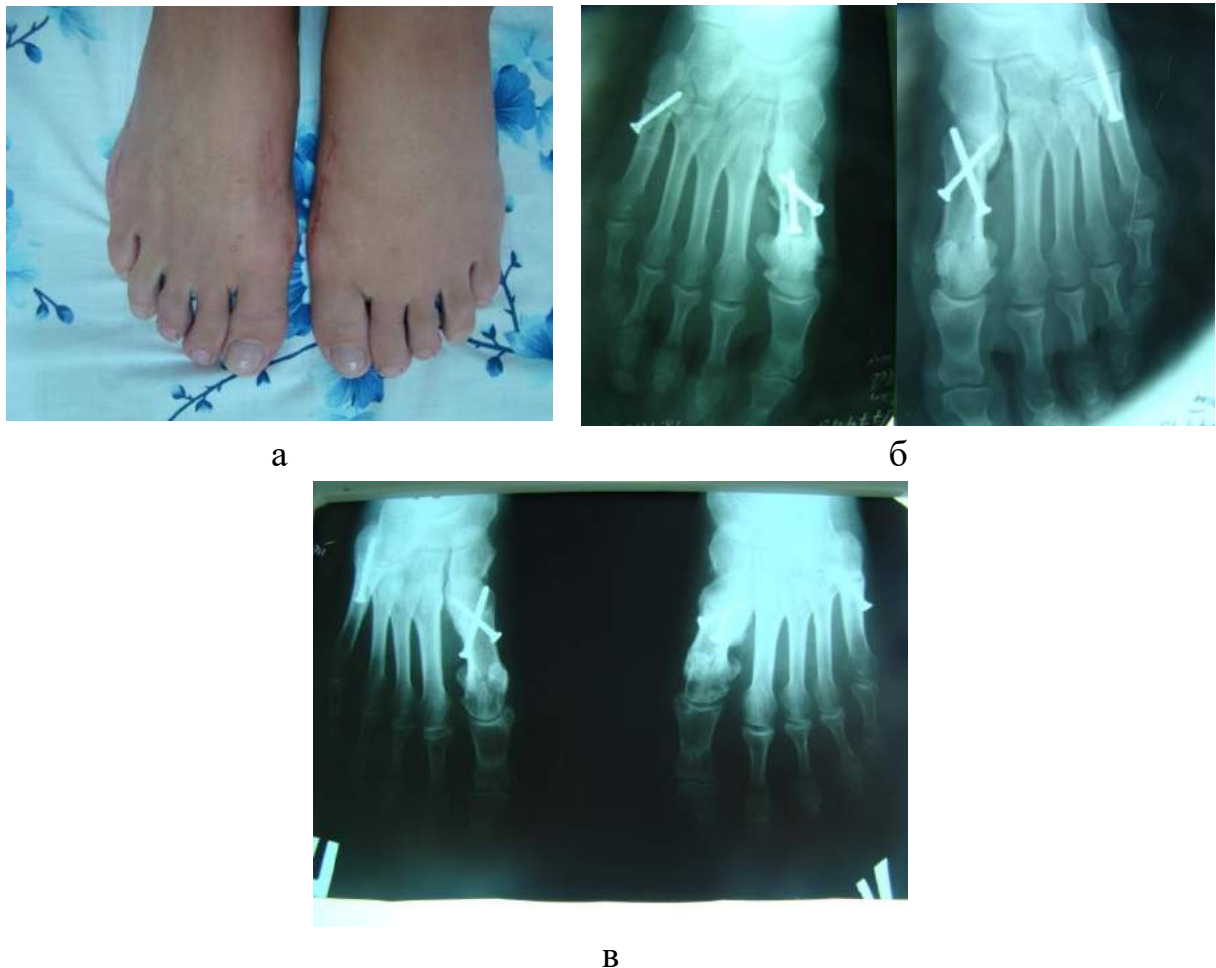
Зображення стоп пацієнтки з НV II ст. та деформацією quintus varus на обох стопах через рік (а) після хірургічного втручання. Фотовідбитки з рентгенограм переднього відділу стоп після операції (б) та через рік (в) після хірургічного втручання.
